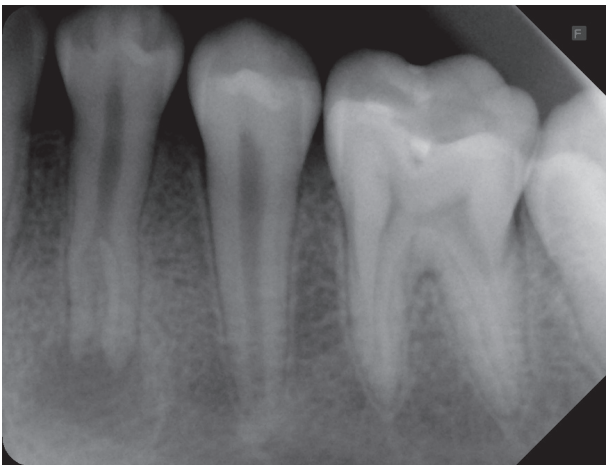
Preoperative periapical radiograph of mandibular left first premolar showing two separated roots.
